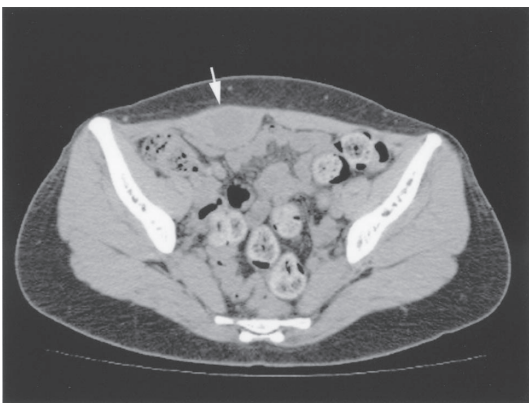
Follow-up computed tomography at 7 weeks, hematomas had resolved or decreased in size.
